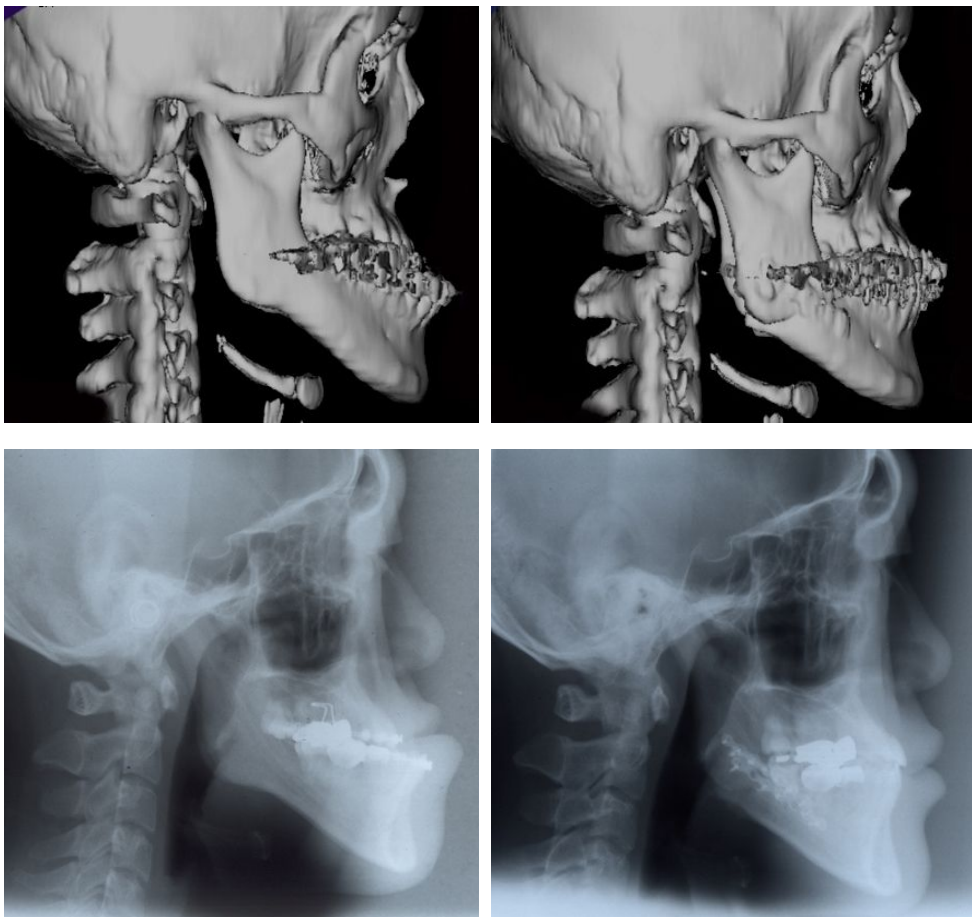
Lateral cephalogram & 3-D CT image of pre- and postoperative state by Obwegeser II method using fixation with miniplates of severe prognathic & open-bite case.
